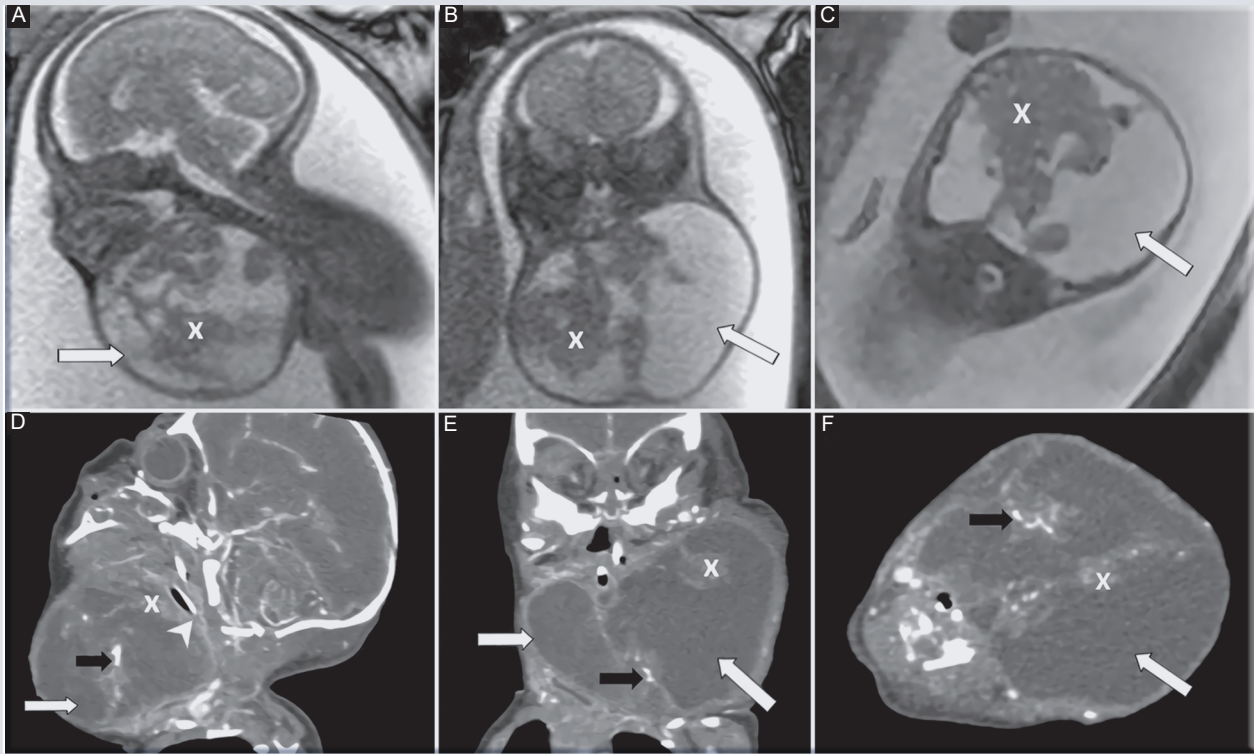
A-C: cortes sagitales, coronales y axiales de resonancia magnética fetal realizada a las 27 semanas. D-F: angiografía posnatal. Muestran un extenso tumor cervical derecho con áreas quísticas (flechas blancas), áreas sólidas (cruz) y calcificaciones (flechas negras). La vía aérea está marcadamente comprimida (cabeza de flecha).
